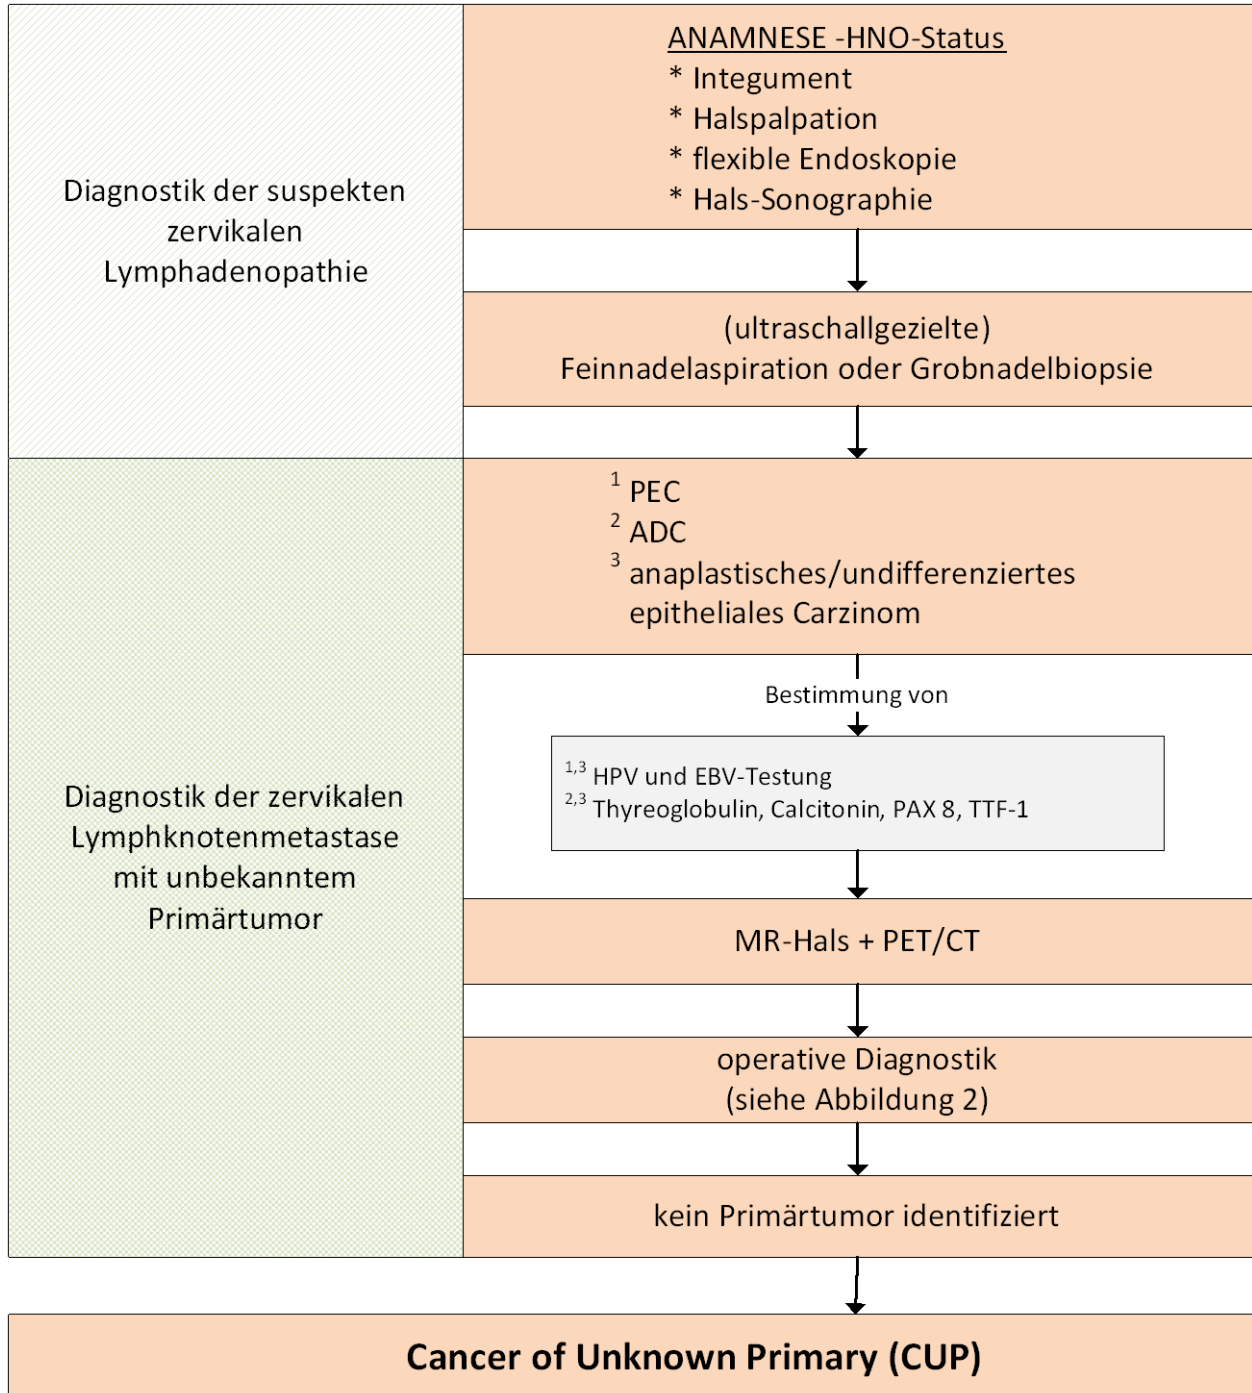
Diagnostischer Algorithmus in der Abklärung des CUP. CUP, Cancer of Unknown Primary; PEC, Plattenepithelkarzinom; ADC, Adenokarzinom; HPV, Humane Papillomaviren; EBV, Epstein-Barr Virus; PAX 8, Paired-Box-Protein 8; TTF-1, Thyreoidaler Transkriptionsfaktor 1; MR, Magnetresonanztomographie; PET-CT, Positronen-Emissions-Tomographie; CT, Computertomographie
